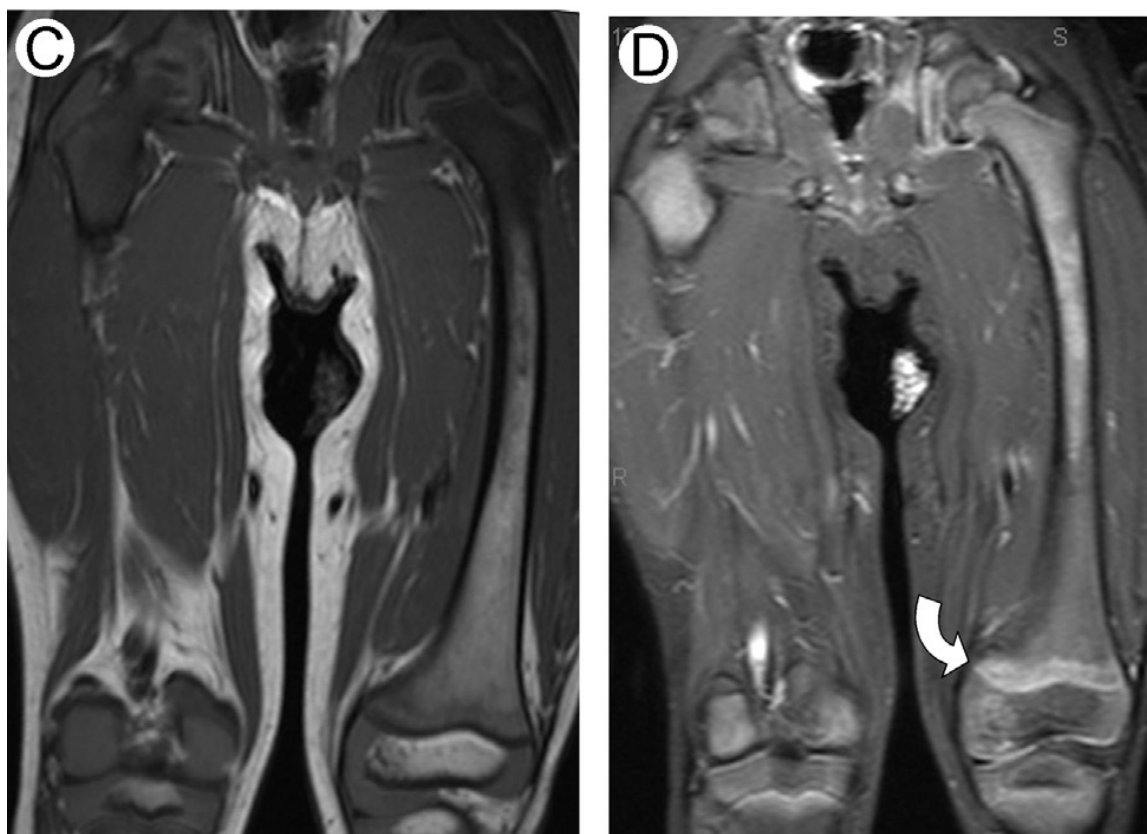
IRM des fémurs chez un enfant de 3 ans atteint de LAL montrant des foyers d' hyposignal sur les séquences coronales T1(C) et des foyers d'hypersignal sur les séquences coronales STIR (D) prédominant au niveau de la partie proximale des fémurs. [15]
